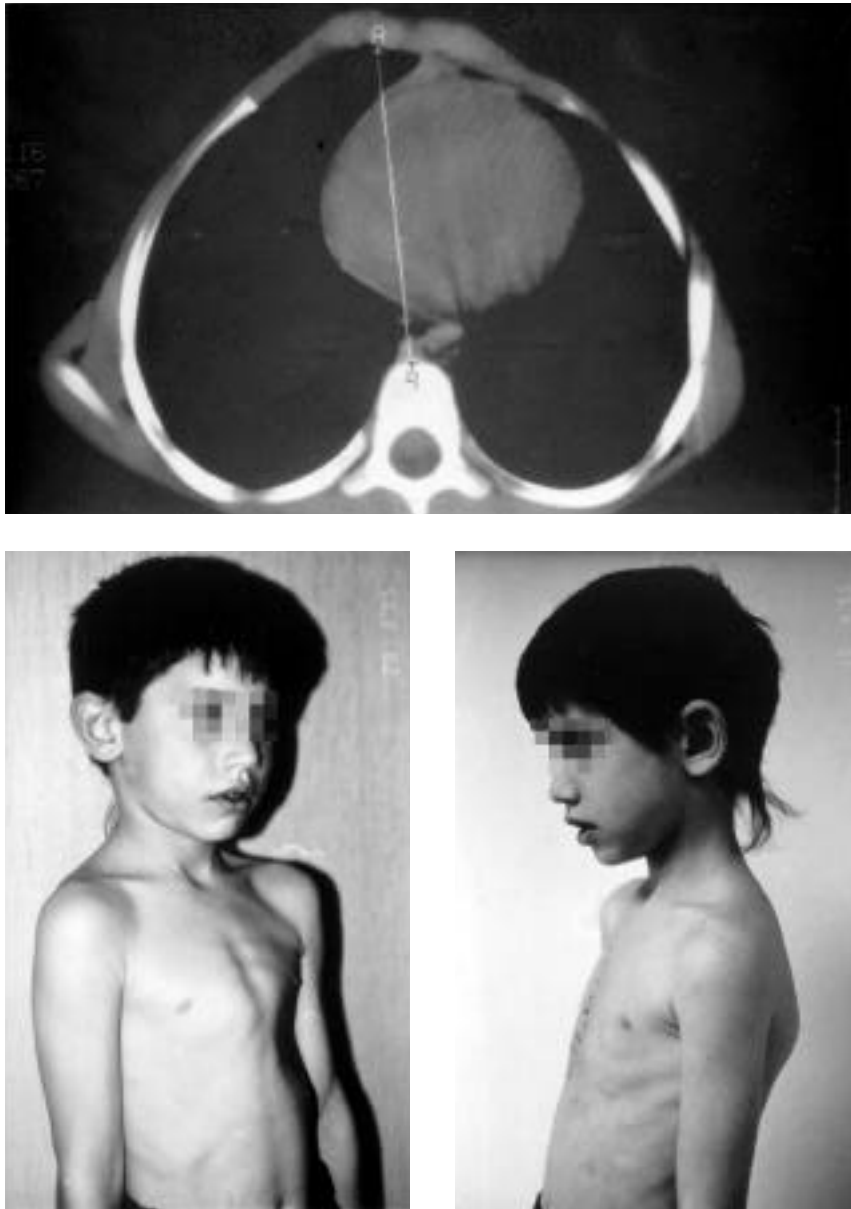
TAC torácica de pectus carinatum; pre y postoperatorio del mismo paciente.
